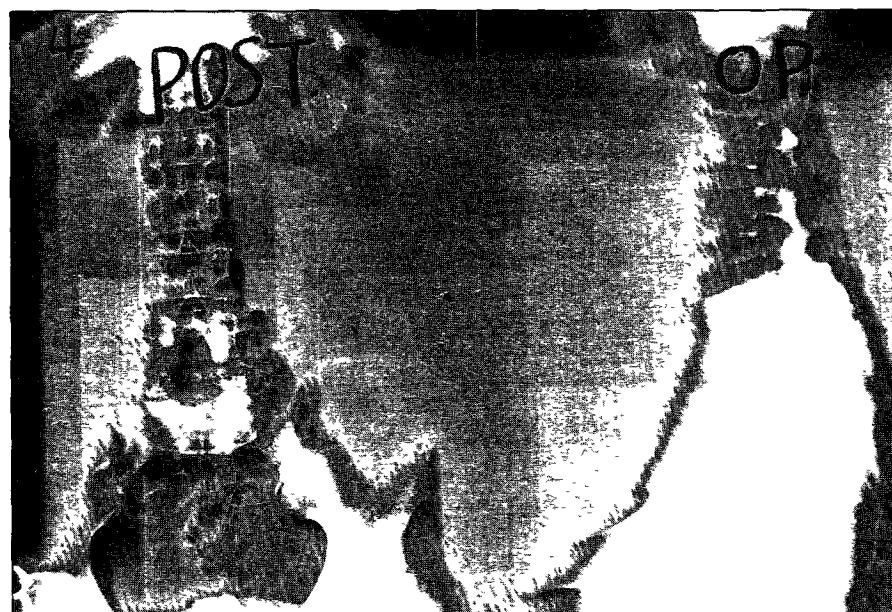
Postoperative X-ray shows reduction state with posterolateral fusion
